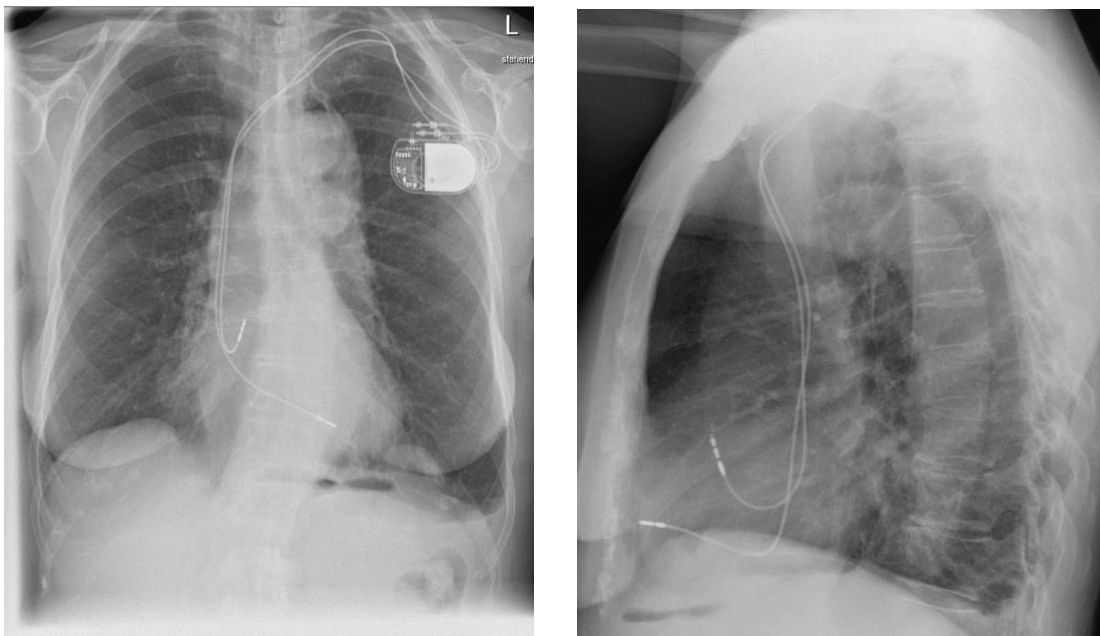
Darstellung eines permanent implantierten Zweikammerschrittmachers im Röntgenthorax (links mit posterior-anteriorem Strahlengang und rechts mit lateralem Strahlengang)
